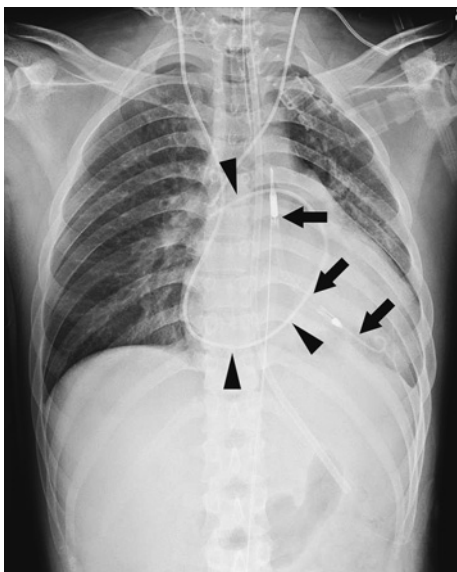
Chest X-ray showed cardiomegaly with a cardiothoracic ratio of 63%, pleural effusion and pulmonary congestion, and presence of IMPELLA CP (arrows) and Swan-Ganz catheter (arrowheads).
